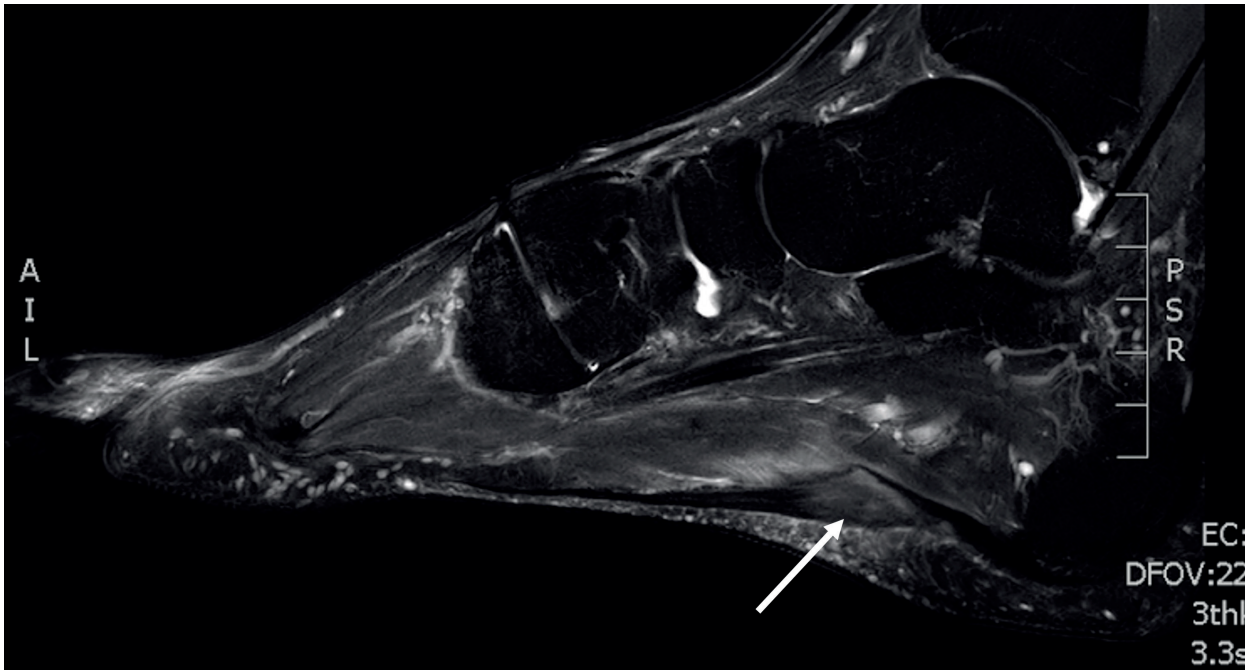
MRI-beeld 6 weken na de blessure: defect in de plantaire fascia (pijl) en verdikking van de fascia met oedeem in de onderliggende m. flexor digitorum brevis.
